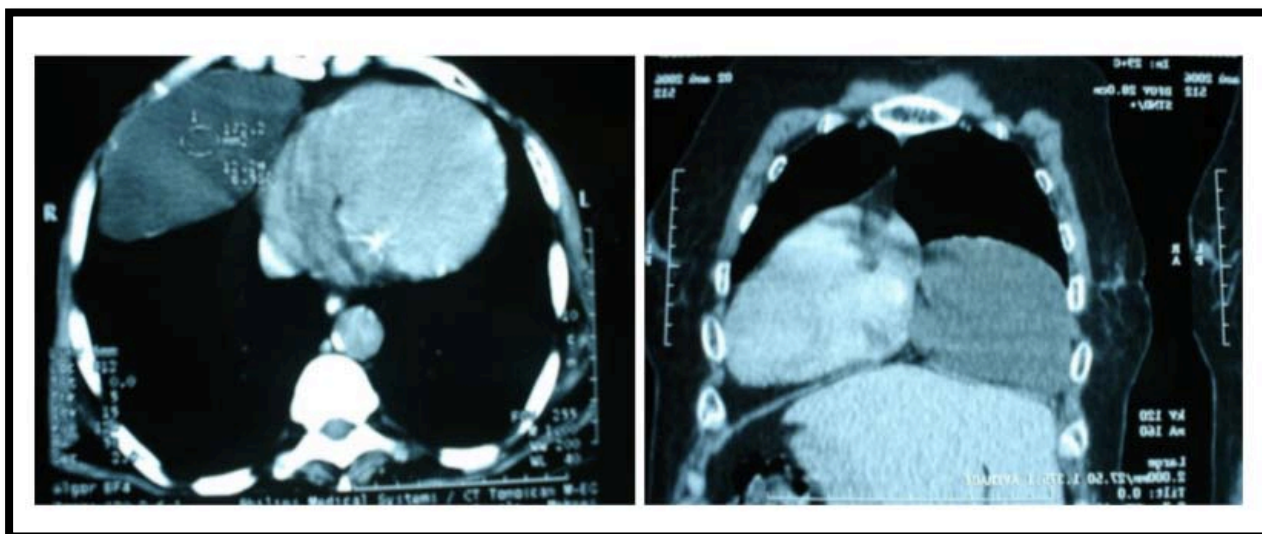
une coupe horizontale de la TDM thoracique : masse kystique arrondie de l'angle cardiophrénique droit bien limité homogène.
